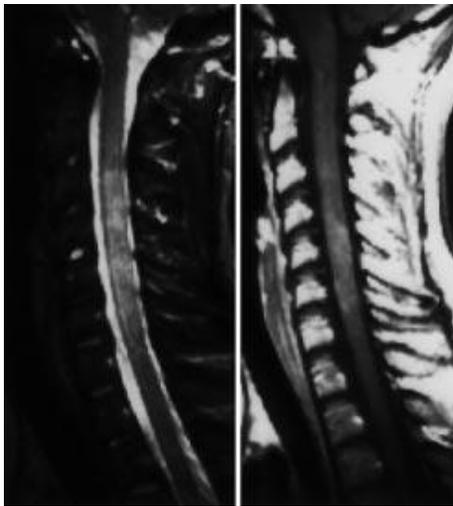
RM cervical (secuencias sagitales potenciadas en T2 y T1 tras la administración endovenosa de contraste) en paciente con mielitis aguda. Se observa una lesión de carácter discretamente expansivo que se extiende craneocaudalmente a lo largo de más de dos cuerpos vertebrales y que se realza de forma homogénea con el contraste.
